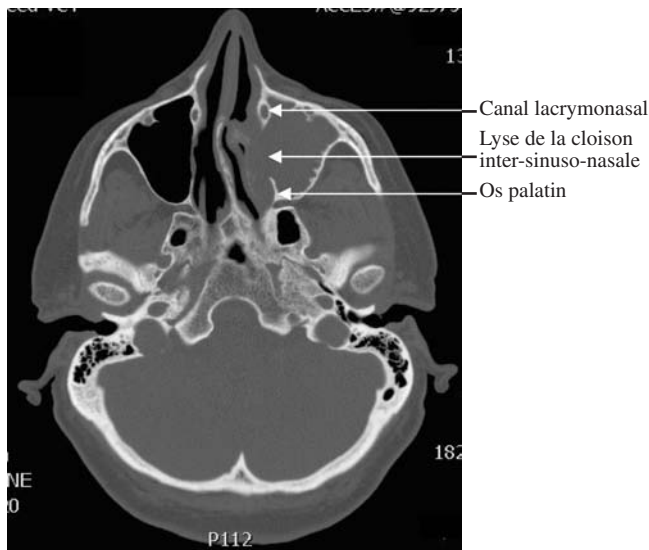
Coupe tomographique axiale sans injection de produit de contraste chez un patient présentant une sinusite antérieure de la face. On note une opacité comblant le sinus maxillaire, ayant détruit la cloison inter-sinuso-nasale entre le canal lacrymonasal en avant et l'os palatin en arrière. Il n'existe aucune opacité des parties molles.
